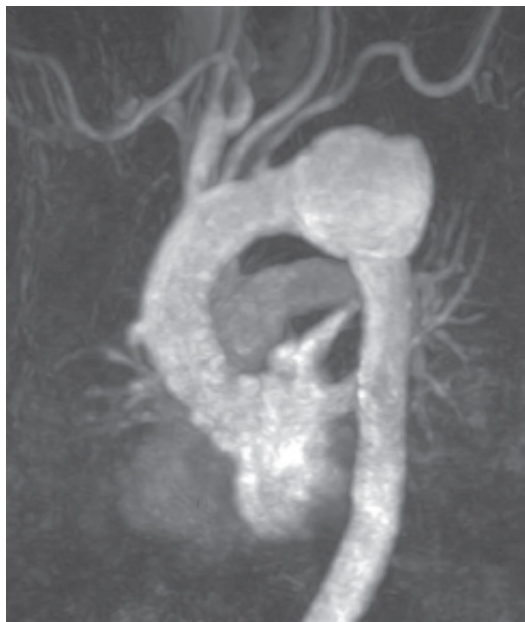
Angioressonância, mostrando volumoso aneurisma da aorta torácica ao nível do istmo da aorta.
